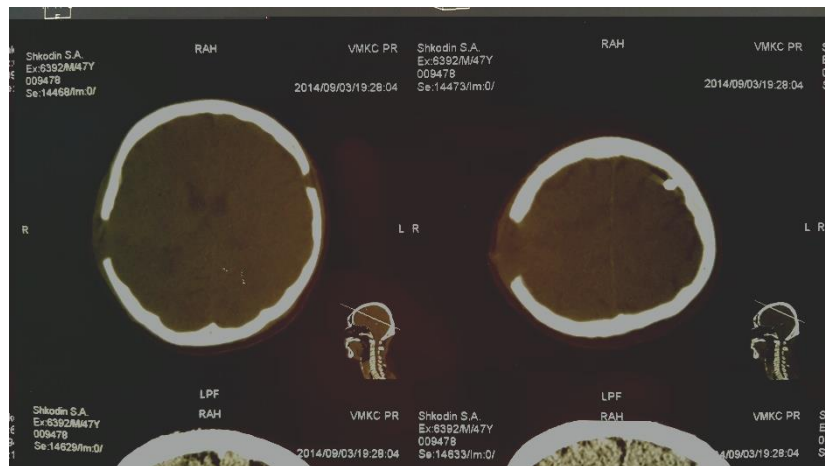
КТ черепа пораненого III ст. від 03.09.2014, куля в порожнині черепа.
